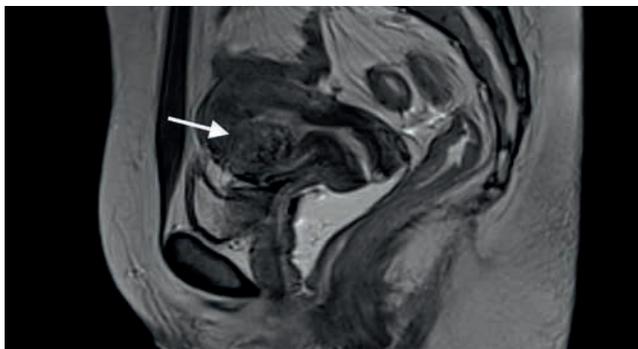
Ressonância nuclear magnética (sugestiva de malformação arteriovenosa uterina)
